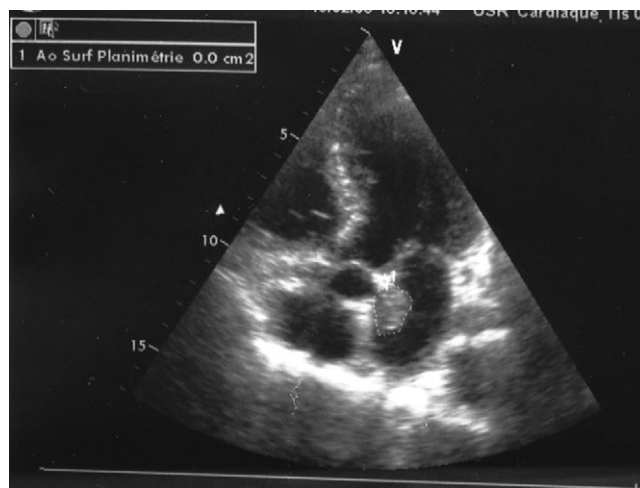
Échocardiographie transthoracique : masse auriculaire gauche anéchogène adhérente au septum interauriculaire.
